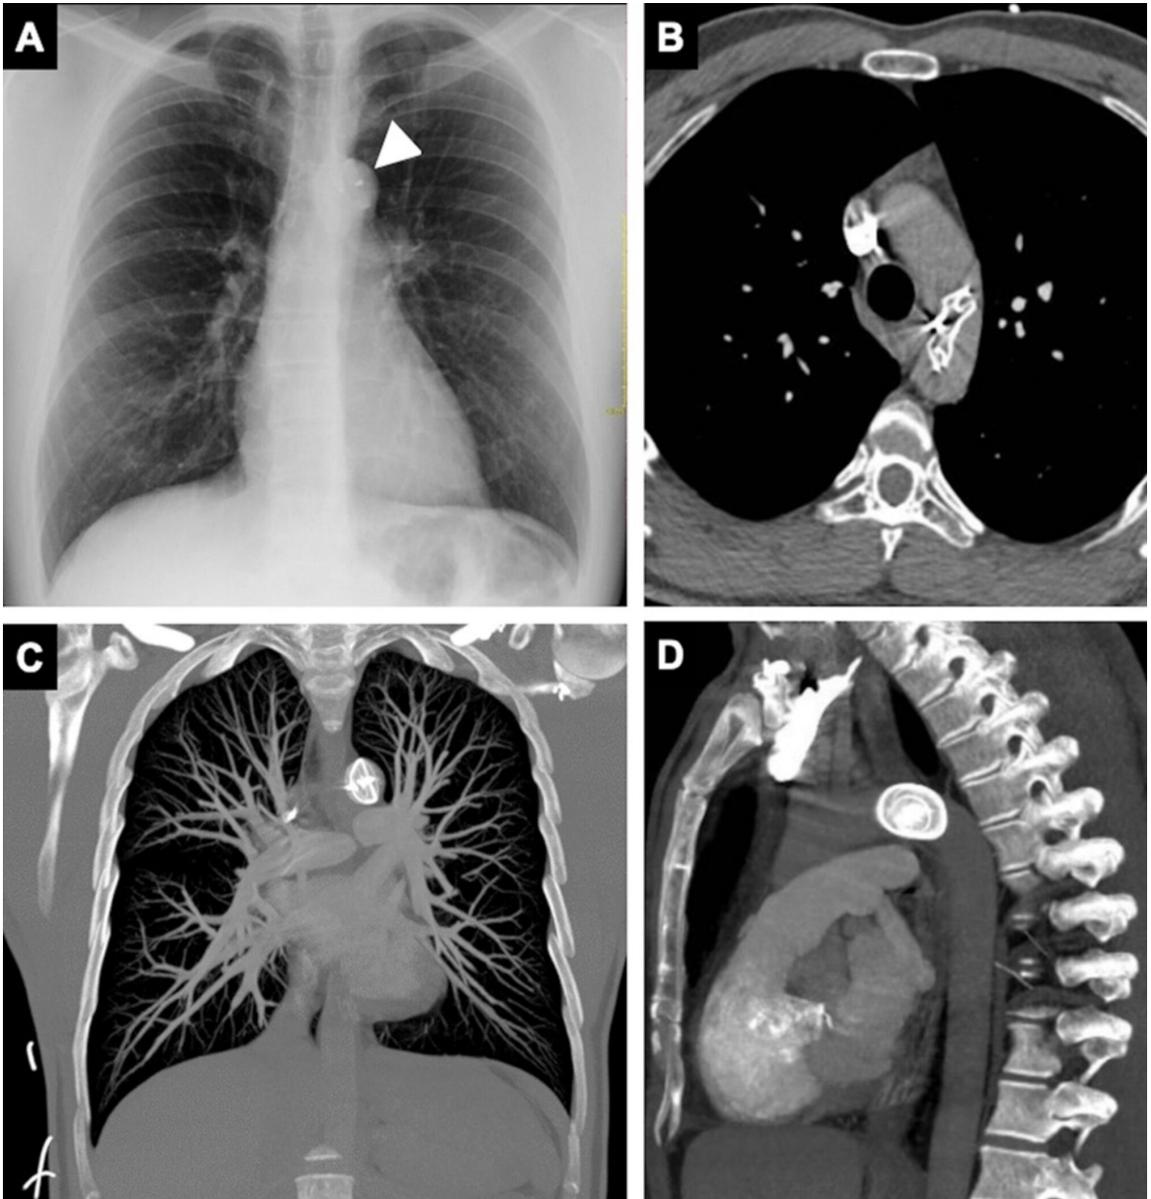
(A) Radiografia de tórax (vista frontal) mostra a posição anômala do dispositivo oclisor septal na projeção da aorta torácica descendente proximal (cabeça de seta); (B-D) Tomografia computadorizada com contraste iodado confirmou a posição do dispositivo na aorta torácica descendente proximal e descartou complicações, como tromboembolismo pulmonar ou trombose aórtica.
